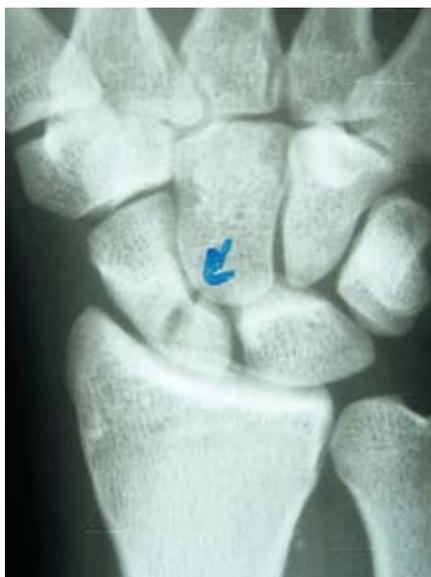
A - Radiografia em PA do punho de paciente que sofreu queda com o punho estendido não mostra sinais de fratura. B - Mesma incidência repetida após três semanas quando a fratura tornou-se evidente.
